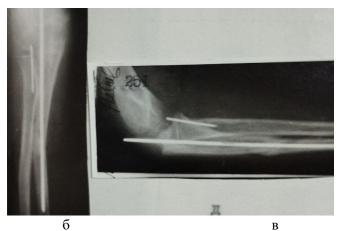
б.в. Тот же ребенок. Рентгенограмма локтевого сустава в динамике. На прямой (б) и боковой (в) проекциях состояние отломков локтевой кости удовлетворительное.
